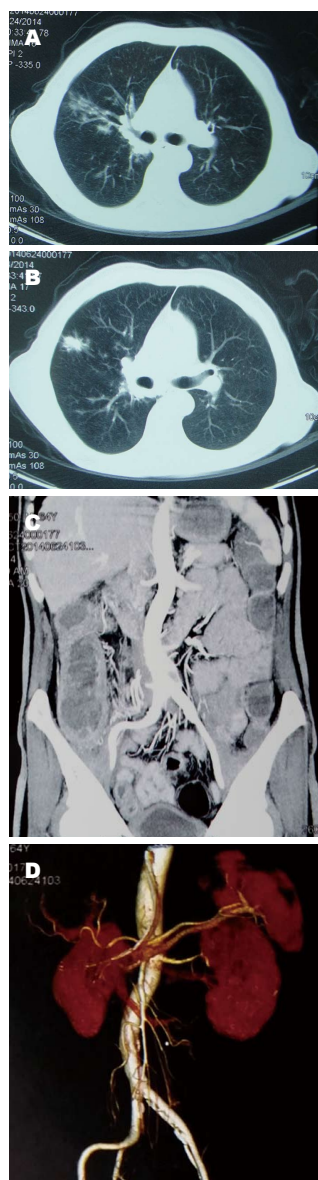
再次就诊胸腹部CT与肠系膜血管CTA结果. A: 右肺上叶沿支气管血管束分布的渗出、结节影, 边界毛糙; B: 右肺中叶结节, 边缘分叶, 形状不规则; C: 升结肠壁增厚; D: 肠系膜上下动静脉未见栓塞. CT: 计算机断层扫描; CTA: CT血管造影.
